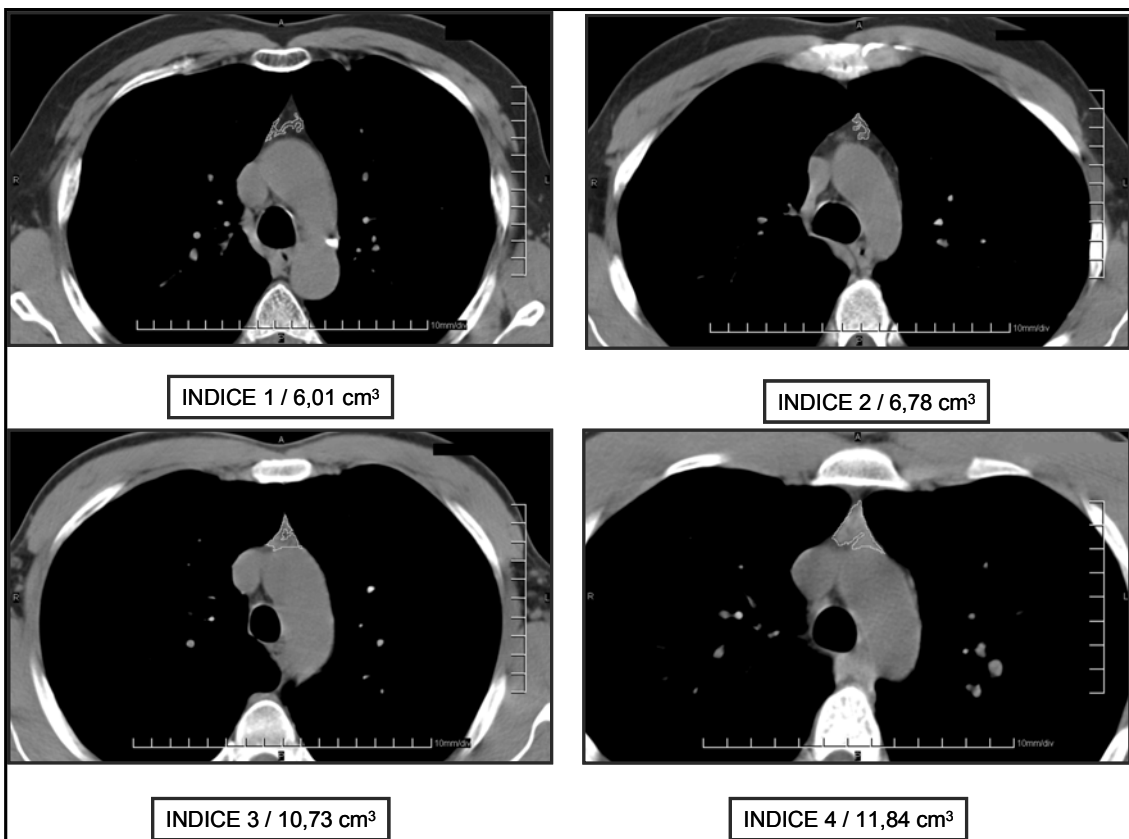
Ejemplo de imágenes obtenidas mediante TC para el estudio del tejido tímico. Se muestran 4 pacientes, con las medidas según índice y volumen
